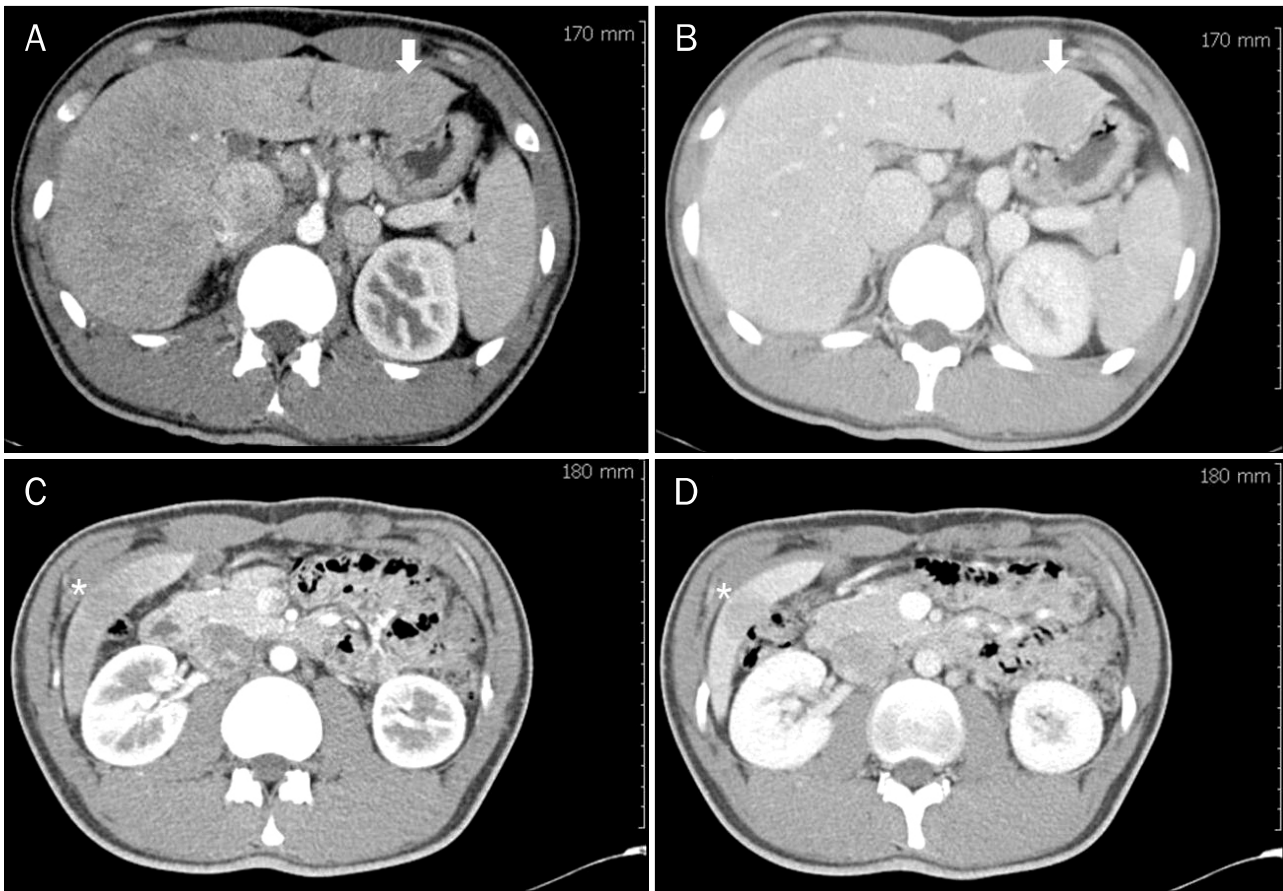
Three phase CT images showing ovoid heterogeneous masses that predominantly appear as hypoattenuating lesions on portal venous phase. (A, B) Prior to the first operation, the mass (white arrows) is located in the left lateral segment. (C, D) After 3 years, a new lesion is seen in segment 6 (asterisks).
